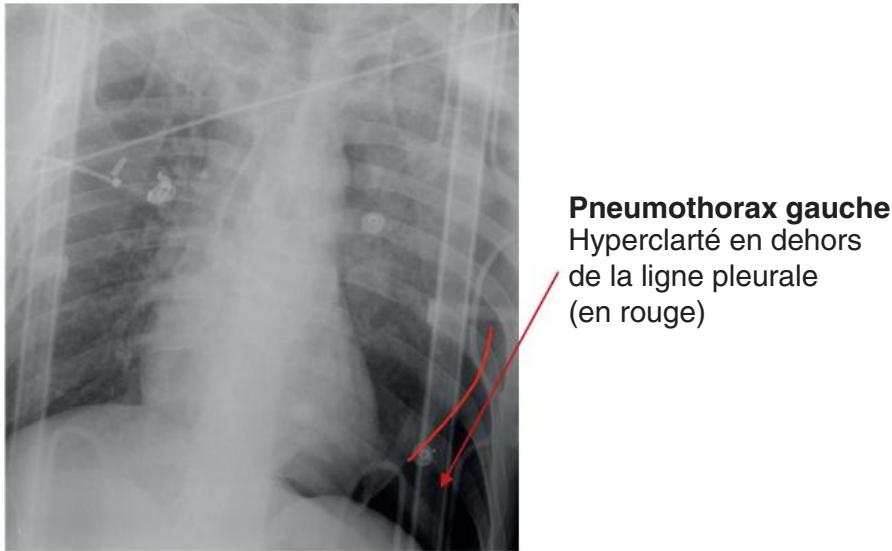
A Radiographie thoracique d'un patient de 34 ans, chute de 6 mètres.
